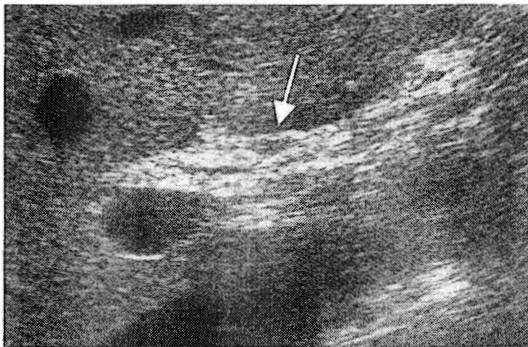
腹部超音波検査所見:肝床部に10mm大の小さな嚢状構造物を認めた(矢印).
